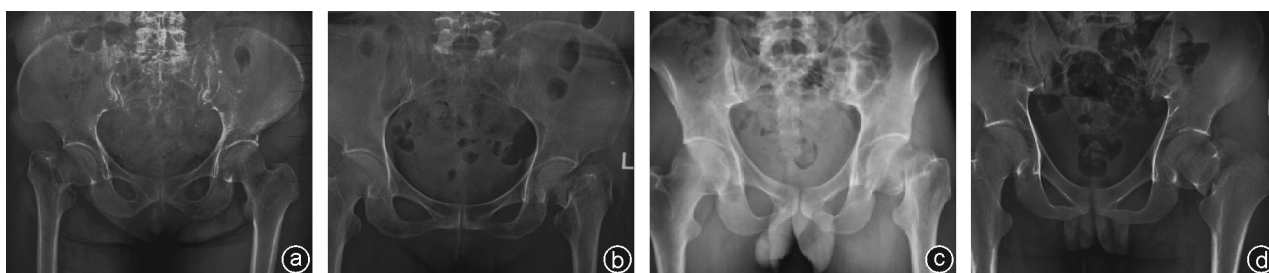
不同类型的股骨颈骨折骨盆正位X线片 a:头下型骨折;b:头颈型骨折;c:颈中型骨折;d:基底型骨折
